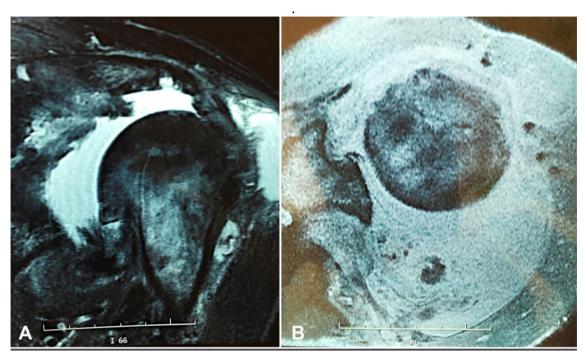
RM do ombro esquerdo demonstrando grande derrame com intensa destruição da articulação e dos componentes do manguito rotador. (A) Corte Sagital Oblíquo em T2 com *Fat Saturation*; (B) Corte Axial em T2 com *Fat Saturation*.
